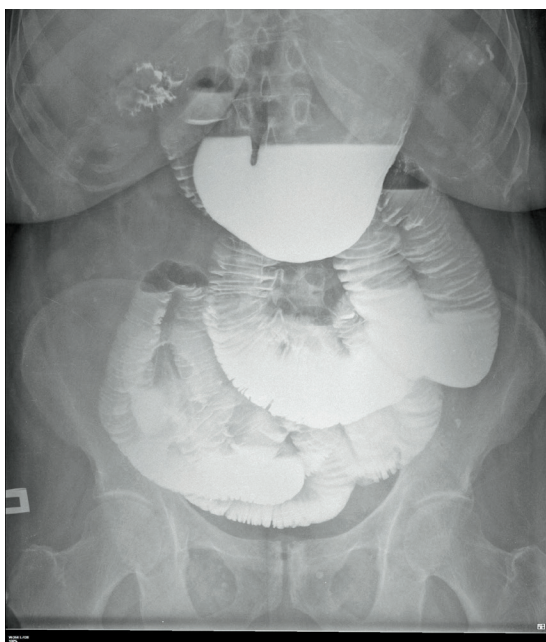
Обзорная рентгенограмма органов брюшной полости в прямой проекции, в динамике, с контрастированием желудка, ДПК и нижележащих отделов тонкого кишечника. Сохраняется стойкое контрастирование в проекции желчного пузыря, с дефектами наполнения
